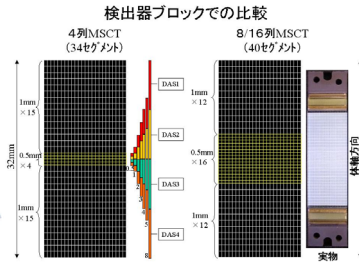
マルチスライスCT 検出器構造とDAS
